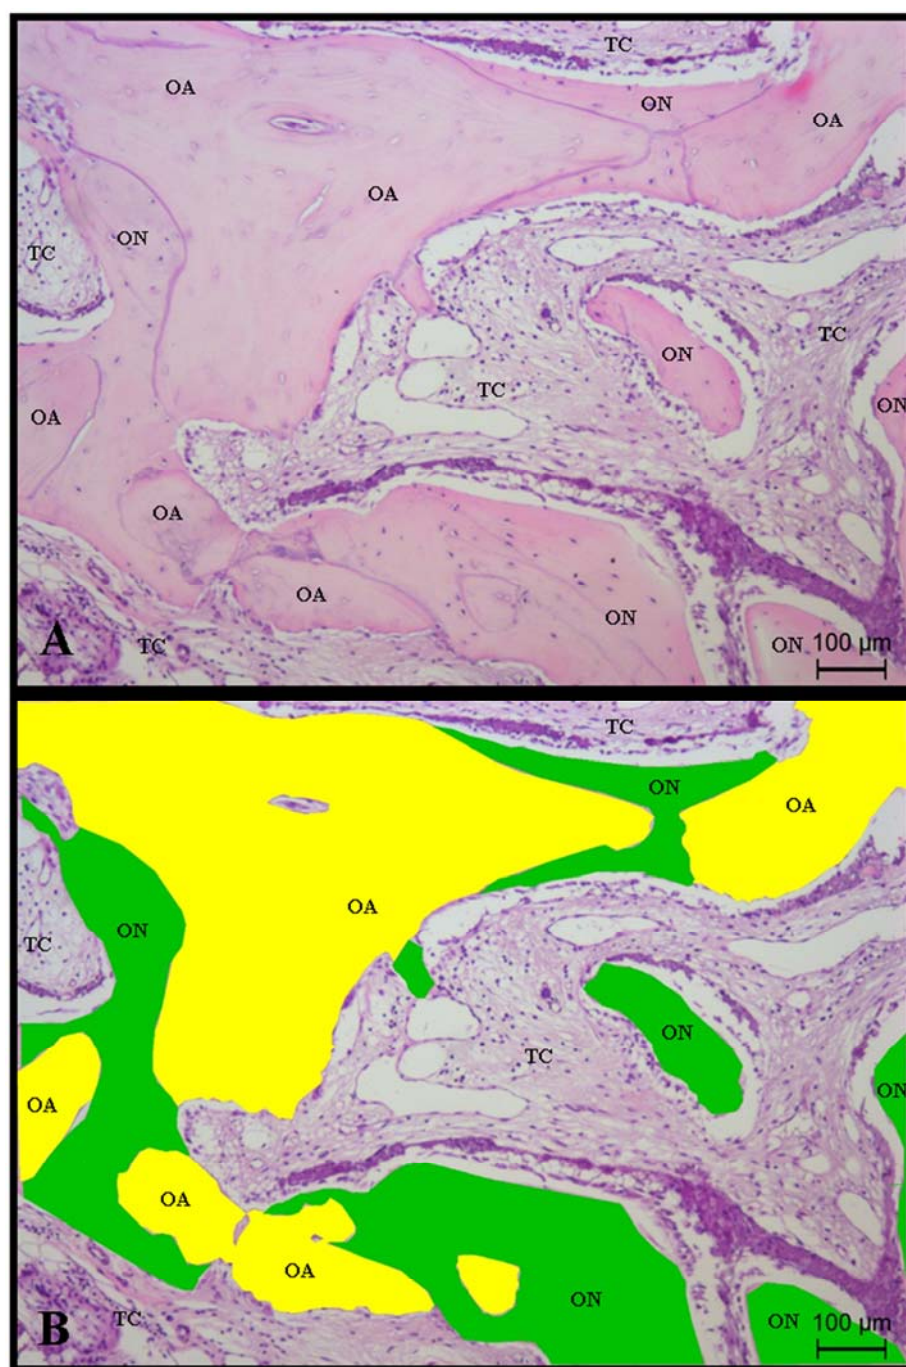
Fotomicrografia histológica corada em HE. A) Presença de osso neoformado (ON), osso alógeno (OA) e tecido conjuntivo (TC), B) Mesma seção histológica evidenciando em verde o osso neoformado (ON) e em amarelo o osso alógeno (OA). Magnificação de 10x.
